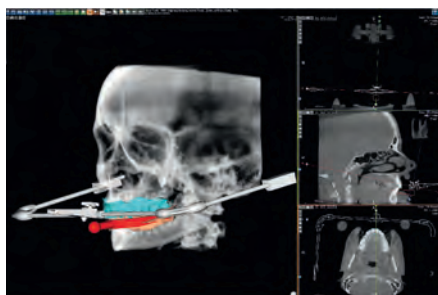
Fusion von Scan-, Bewegungs- und Röntgendaten auf DICOM-Ebene (byzz®/nt3D/4D)
